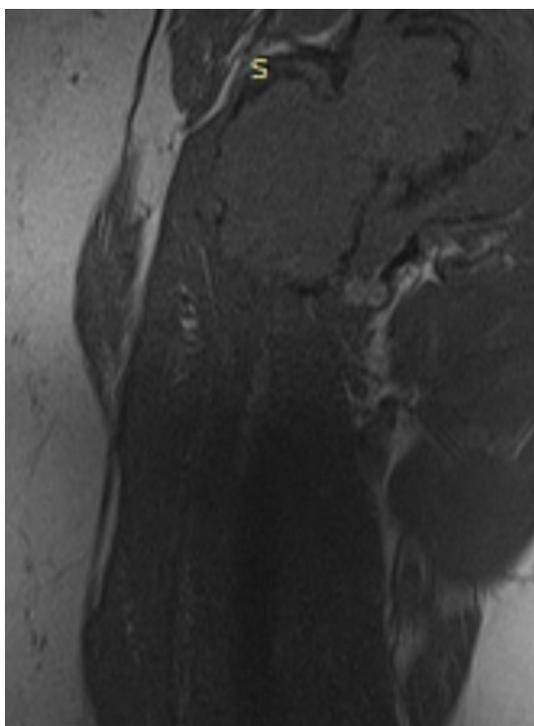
МРТ-исследование (T1): определяется объемное мягкотканное новообразование верхней трети бедренной кости неправильной формы, неоднородной структуры (с участками гипо- и изотенсивного сигнала) с распространением на головку, шейку, большой вертел, проксимальную часть диафиза и суставные сумки. Отмечаются инфильтративные изменения (отек) окружающих мягких тканей
